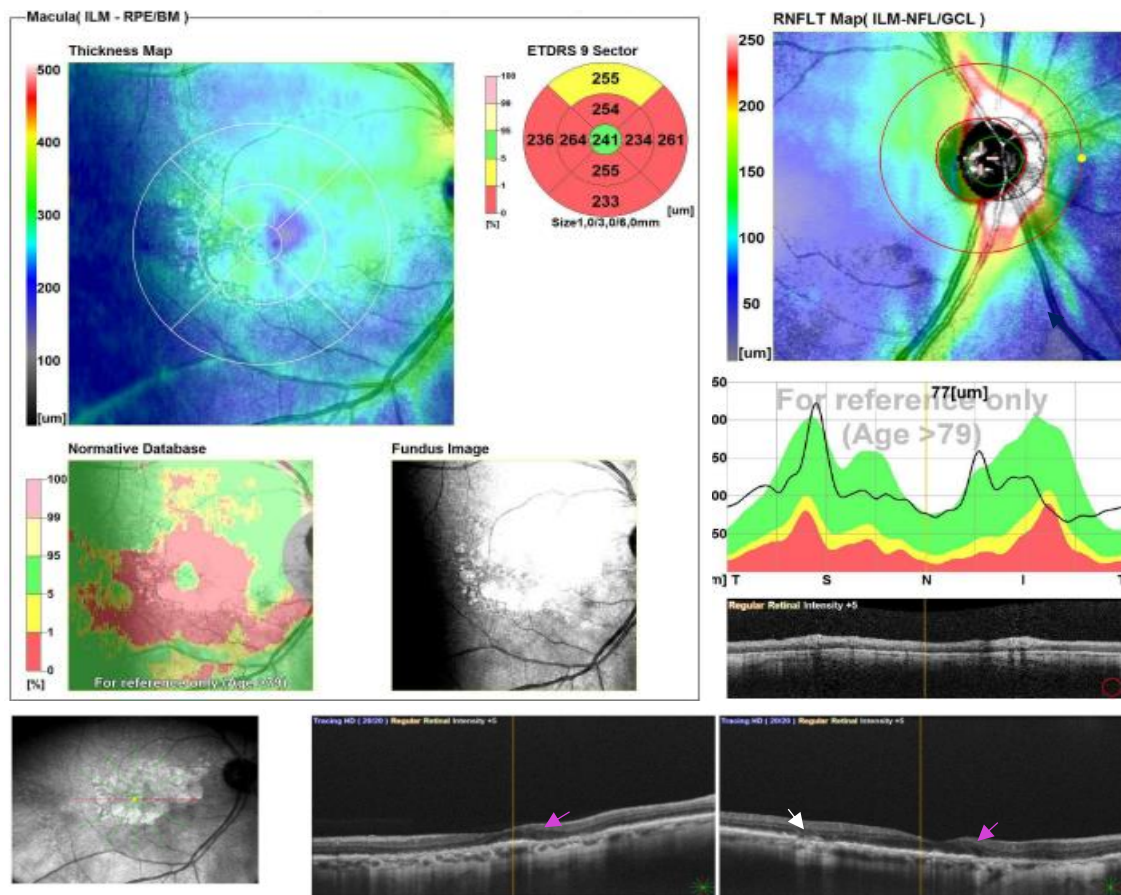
Tomografia de coerência ótica do OD.
